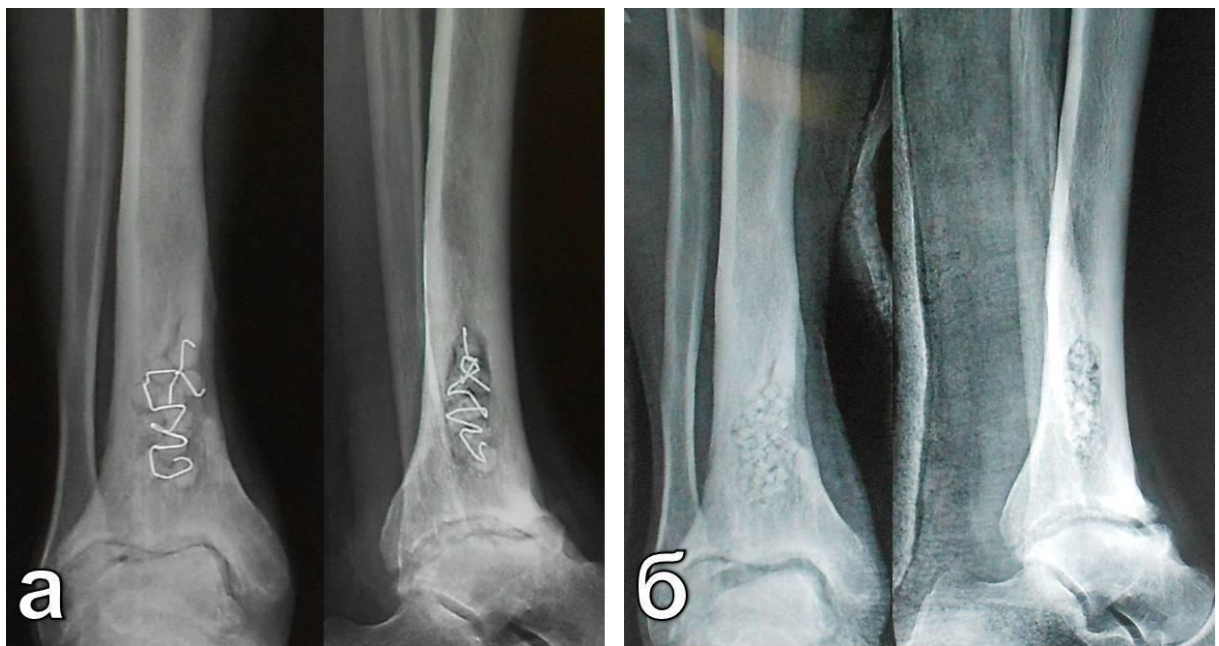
Фоторентгенограммы пациента Л. с хроническим послеоперационным остеомиелитом нижней трети правой большеберцовой кости: а – после 1-го этапа лечения; б – после 2-го этапа лечения с использованием материала на основе кальция сульфата с тобрамицином
